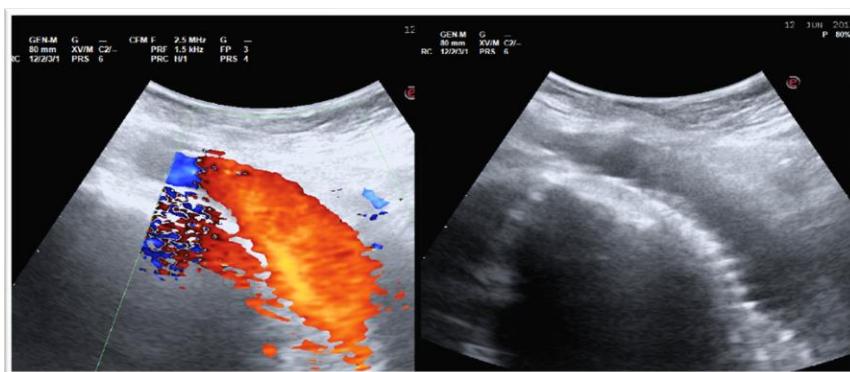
Stent en vena renal izquierda visto con ecografía Doppler color, normofuncionante y sin complicaciones.
